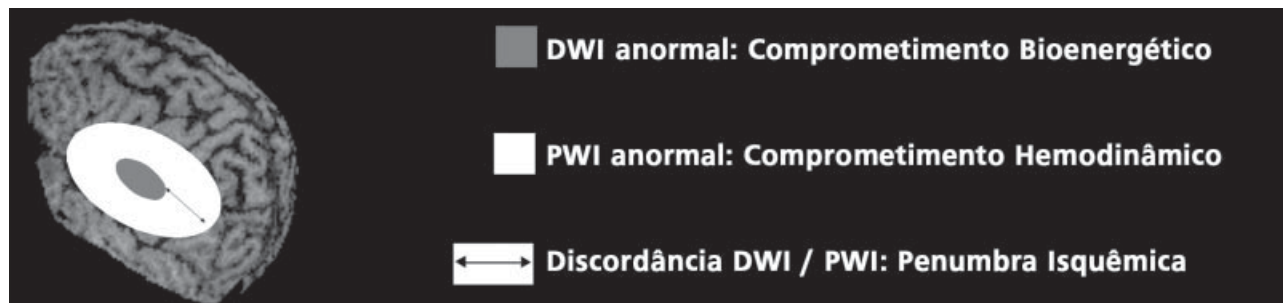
Modelo de discordância nas alterações de difusão e perfusão para penumbra isquêmica. DWI: imagem ponderada em difusão; PWI: imagem ponderada em perfusão.
